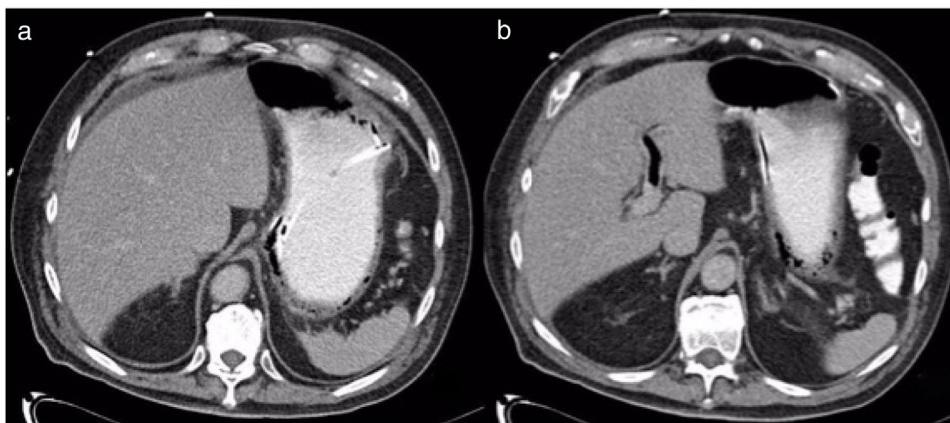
a) TAC con presencia de neumatosis gástrica; se aprecia de sonda enteral adyacente a pared gástrica; b) Evidencia de gas en rama de vena porta izquierda.
